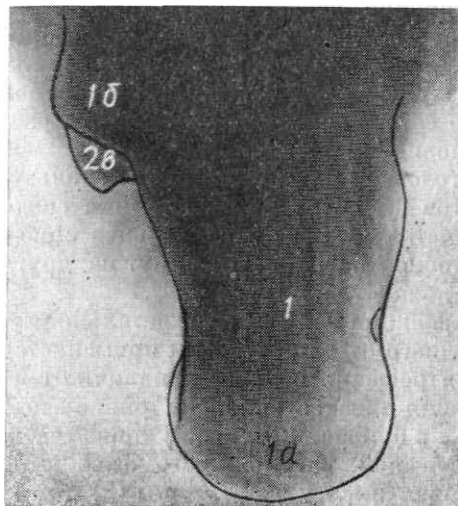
Рентгенограмма пяточной кости в аксиальной проекции.
